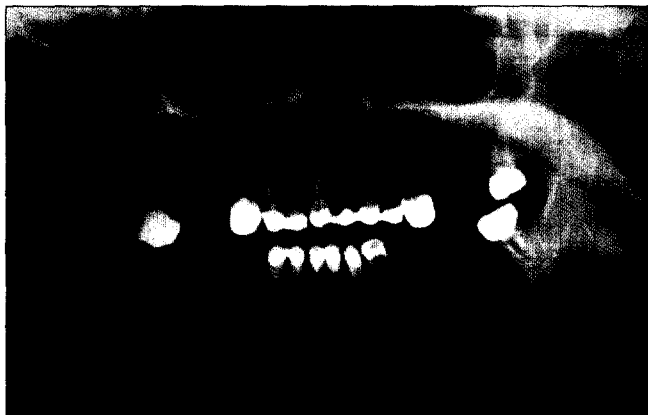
파노라마 사진으로 상악좌측 중절치에서 견치에 이르는 상악골을 흡수하는 방사선 투과상이 관찰된다.
